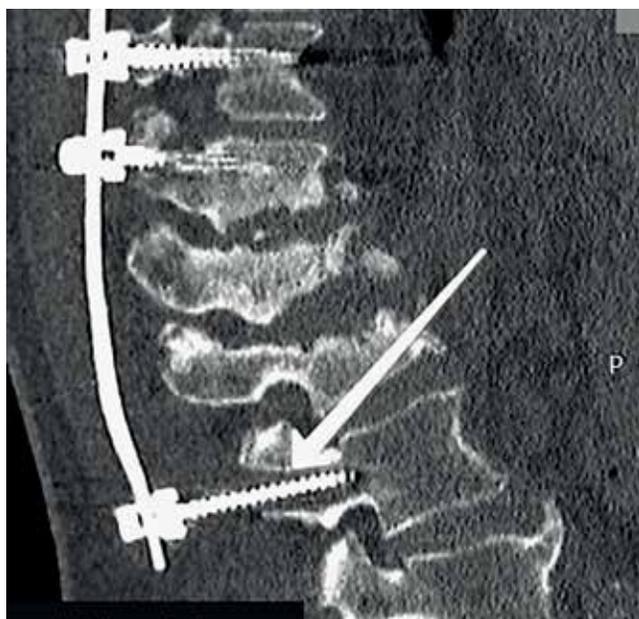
Пациент Ч., КТ пораженного отдела позвоночника при поступлении в стационар после первой операции, осложнившейся несостоятельностью металлоконструкции
